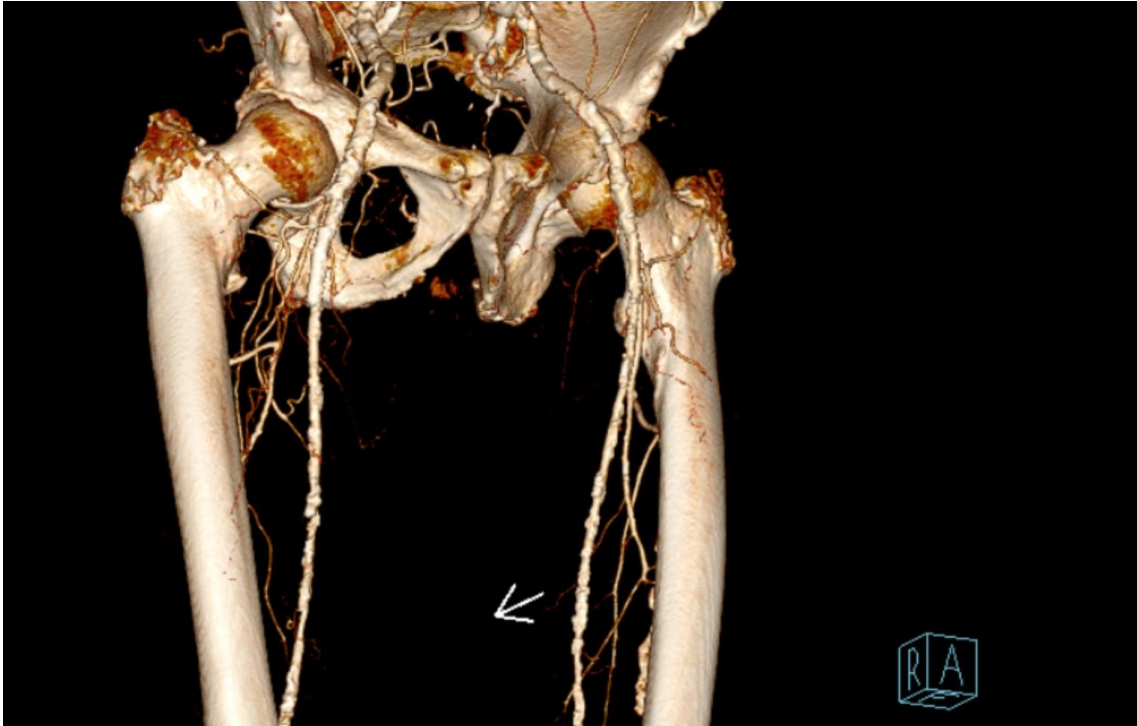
Kazuistika 4, CT angiografie aorty, pánve a tepen DK z 6. 4. 2016
